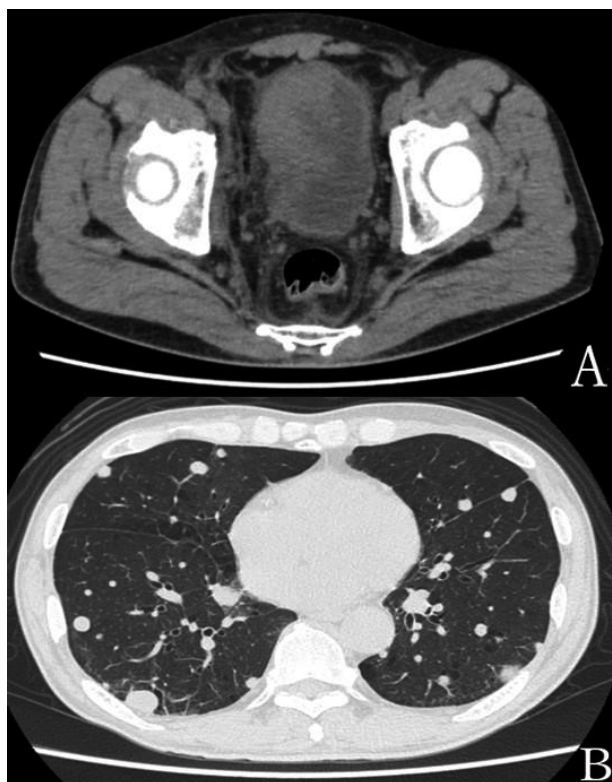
CT shows a bladder tumor extending from the right wall to the anterior wall of the bladder (A) and multiple metastases in both lungs (B).
